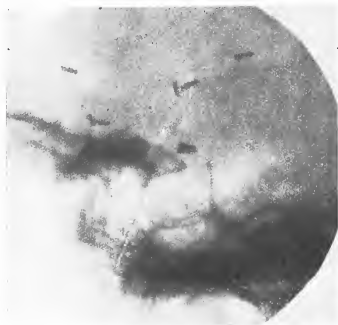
Radiographie prise le profil gauche sur la plaque osseuse plus sellaire. Les clips supérieurs sont sur la méninge moyenne. Les 3 clips inférieurs sont sur les vaisseaux du pédicule de la tumeur.
